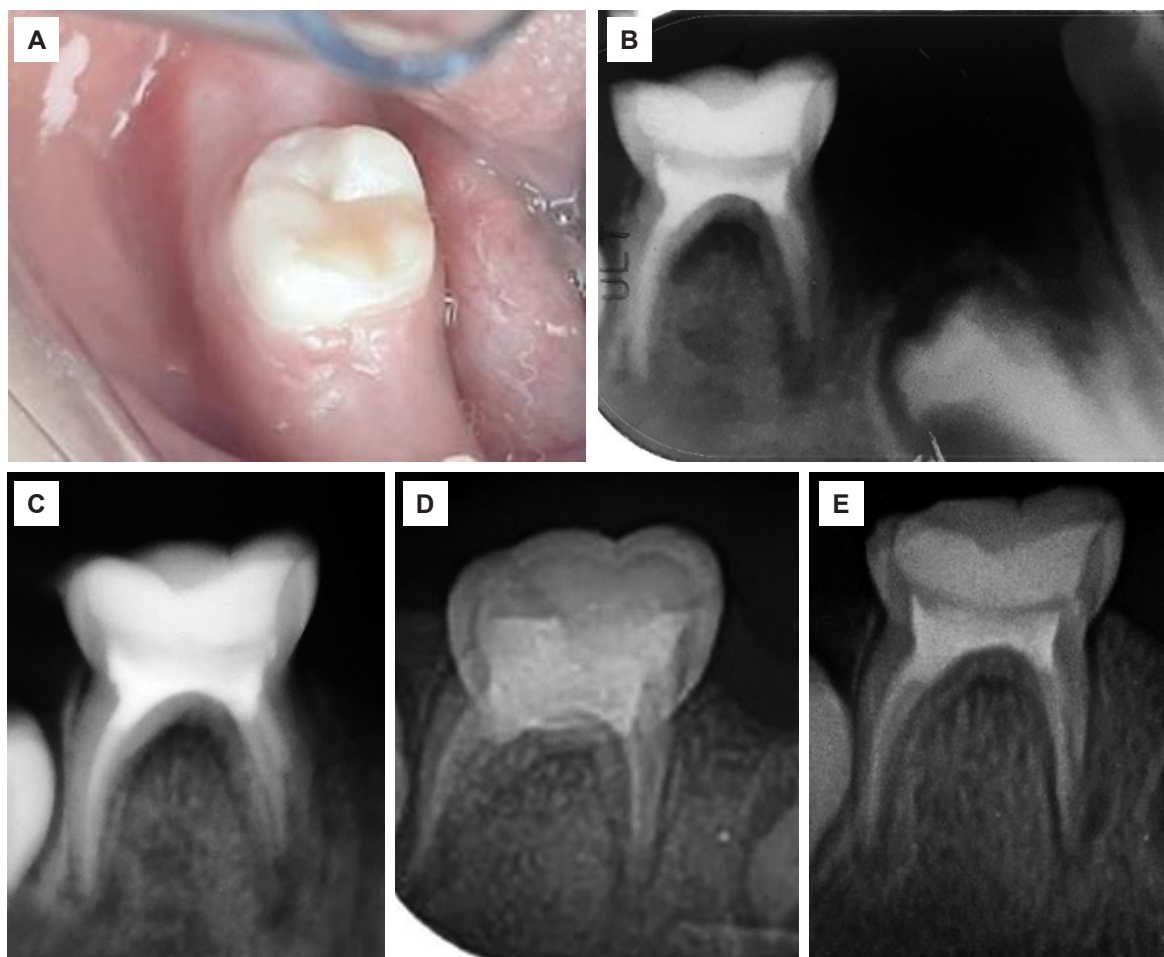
Control clínico y radiográfico de la pieza 85 a través del tiempo. A) Primer control clínico a la semana del tratamiento. B) Primer control radiográfico a la semana: radiografía periapical. C) Segundo control radiográfico a los 15 días. D) Tercer control radiográfico a los 20 días. E) Cuarto control radiográfico a los 2 meses.
